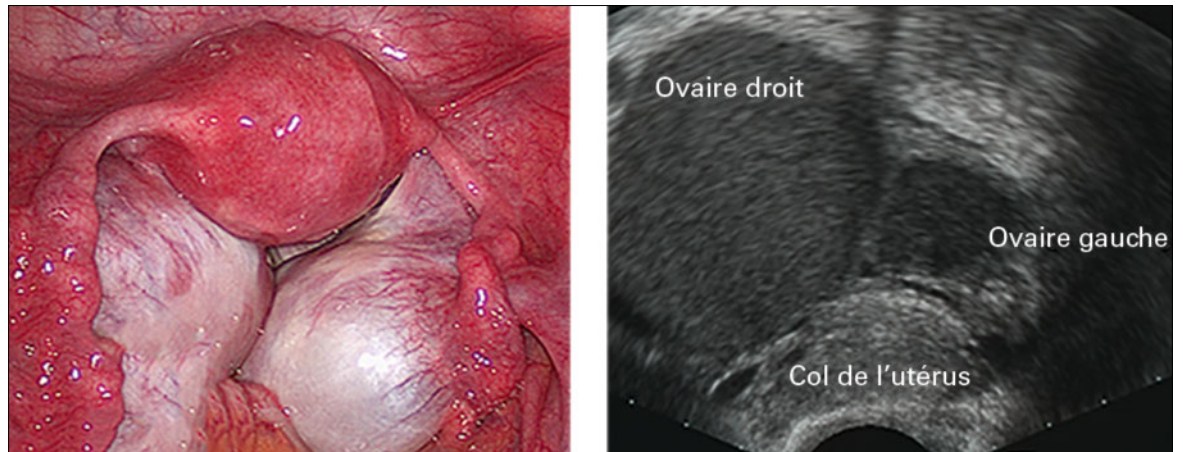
«Kissing ovaries» typiques avec échographie à droite, endométriozes bilatéraux.
